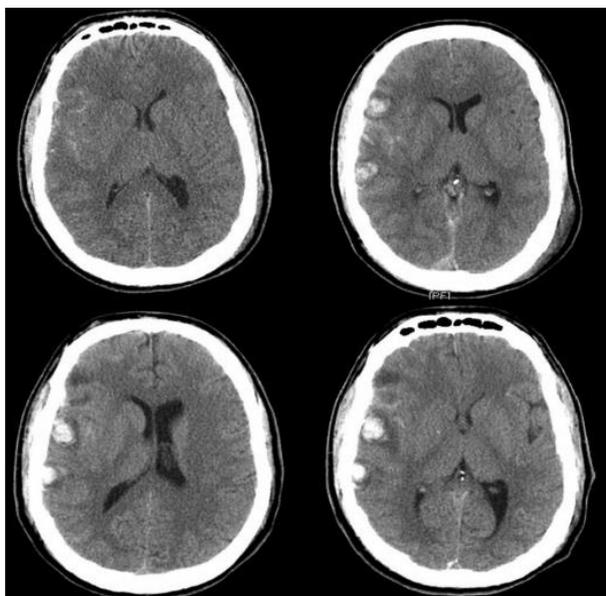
Больной С. Компьютерная томография ГМ, 36 лет, непосредственно после ЧМТ, на 1-ю, 2-ю и 3-ю сутки.
